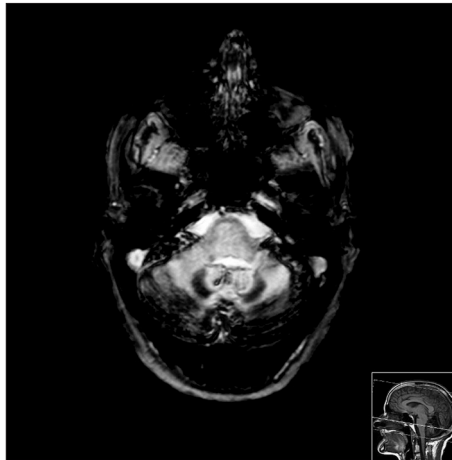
RMN - CE, cortes axiais em T2*, observando-se hipossinal intenso em T2* do revestimento pial de todas as estruturas da fossa posterior, da vertente interna dos lobos occipitais e das cissuras silvicas e acentuada atrofia cerebelosa, traduzindo siderose superficial do SNC.
